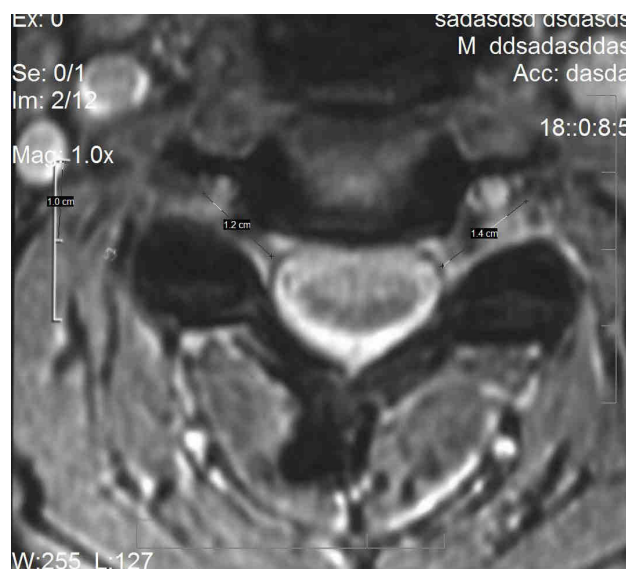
IRM axial que muestra la medición realizada en uno de los niveles.
